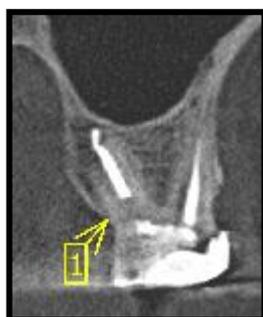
Aspecto tomográfico cone beam do dente 26, com uma provável trinca iniciando na câmara pulpar indo em direção ao terçomédio-superior da raiz palatina. Vide seta nº 1.
